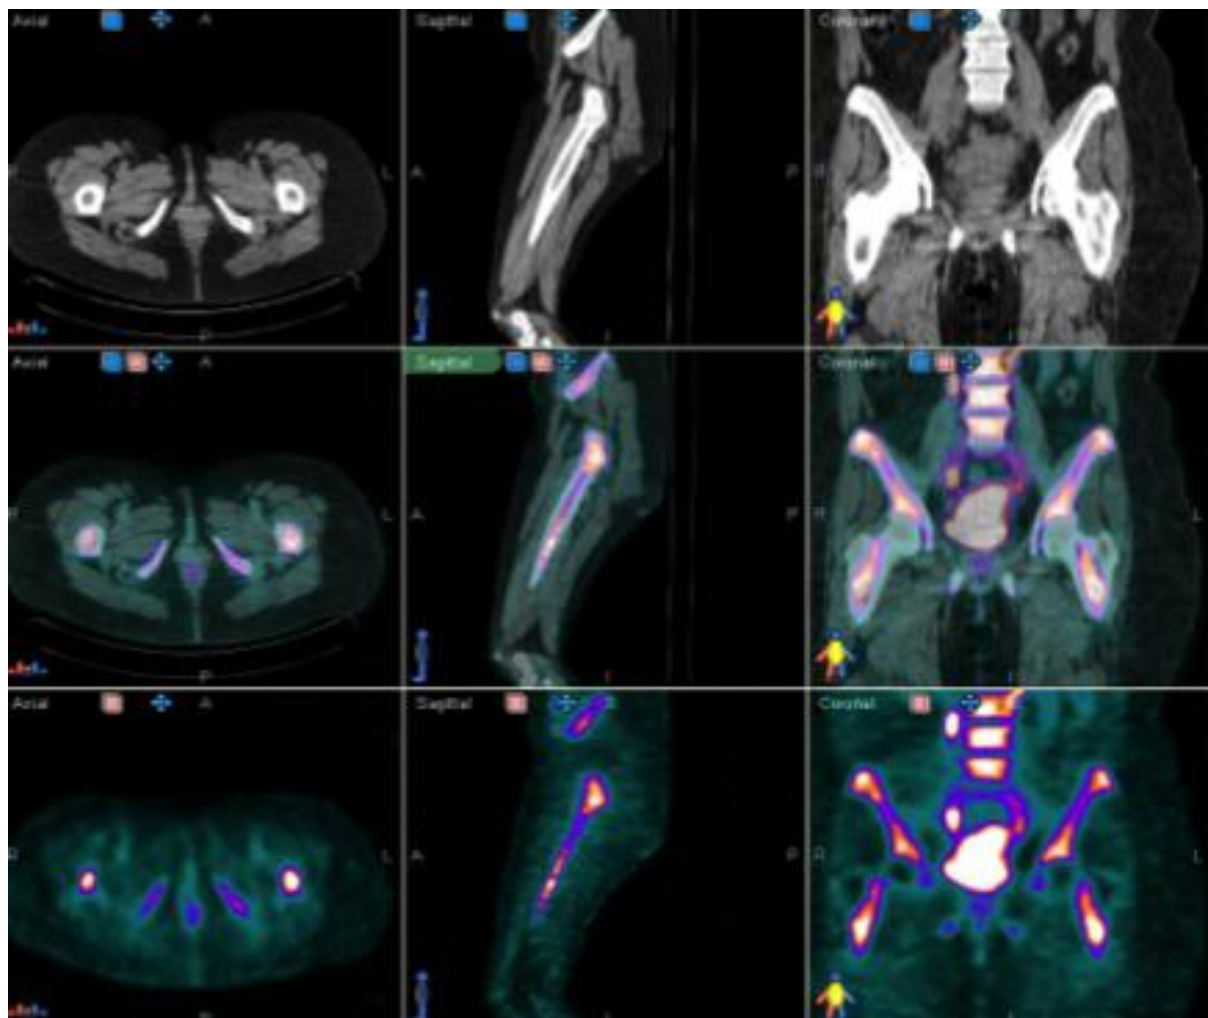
Imagens de ^{18}F -FDG PET/CT para estadiamento de carcinoma do colo do útero, em planos axiais (primeira coluna), sagitais (segunda coluna) e coronais (terceira coluna). De notar que a primeira linha diz respeito a imagens de TC, a última linha a imagens de PET e a linha intermédia a imagem de co-registo PET/CT (IPOC, 2012)
